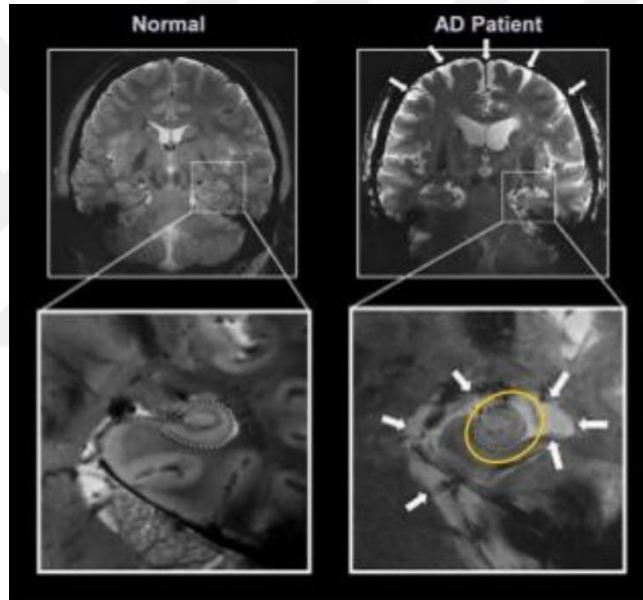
29: AH'da cerebral atrofi BT görüntüsü.
